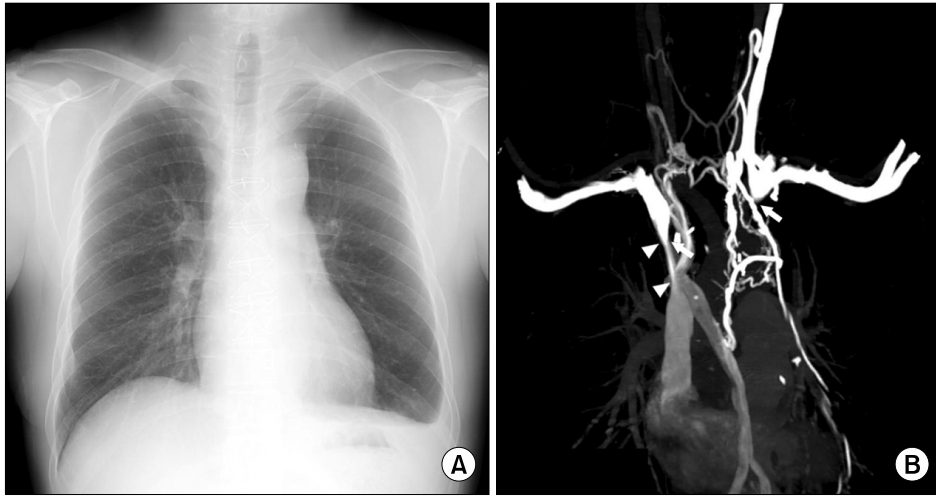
The chest X-ray, carried out at 6 days after thrombectomy of SVC, showed blunting of the left sided costophrenic angle (A). On the CT angiogram, the SVC had a marked reduction in the lumen (arrow head) and the left brachiocephalic vein showed total occlusion (arrow) with prominent collateral vessels (B).
